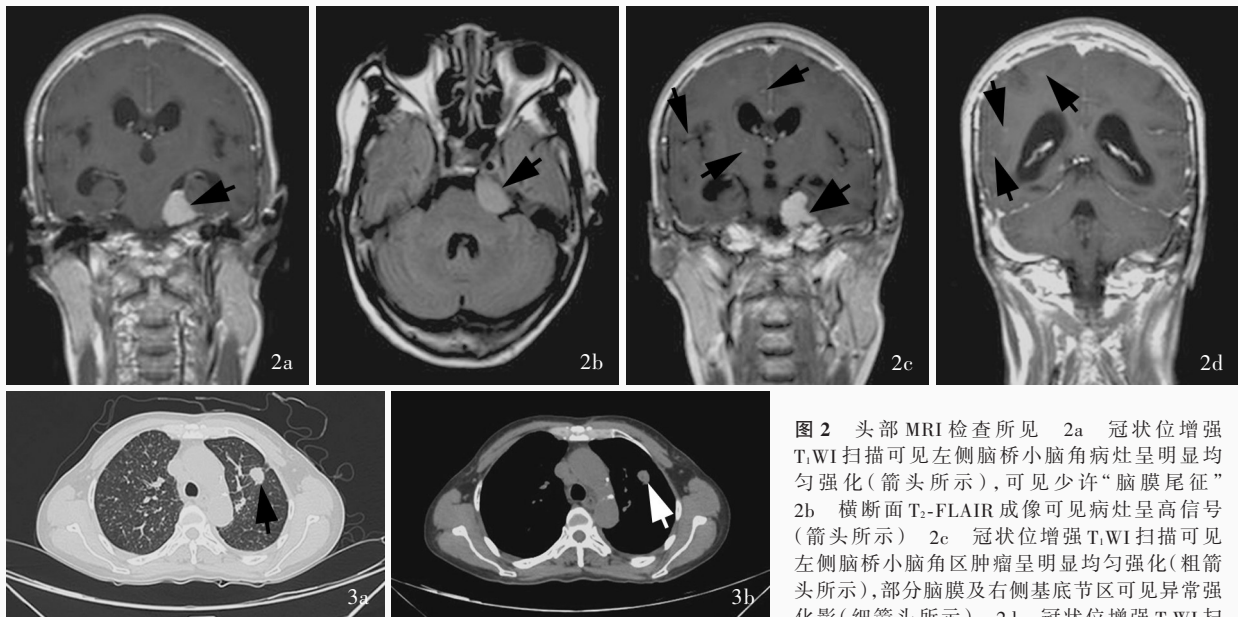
头部MRI检查所见 2a 冠状位增强T₁WI扫描可见左侧脑桥小脑角病灶呈明显均匀强化(箭头所示),可见少许“脑膜尾征” 2b 横断面T₂-FLAIR成像可见病灶呈高信号(箭头所示) 2c 冠状位增强T₁WI扫描可见左侧脑桥小脑角区肿瘤呈明显均匀强化(粗箭头所示),部分脑膜及右侧基底节区可见异常强化影(细箭头所示) 2d 冠状位增强T₁WI扫描可见右侧大脑半球部分软脑膜轻度异常强化(箭头所示) 图3 胸部CT检查所见 3a CT肺窗横断面扫描,左肺上叶占位性病变呈分叶状(箭头所示),形态不规则,边缘有毛刺,与邻近胸膜相连,双肺其余部位可见弥漫性“粟粒”状小结节灶 3b CT纵隔窗横断面扫描,左肺上叶占位性病变呈等密度,纵隔内可见肿大淋巴结(箭头所示)
